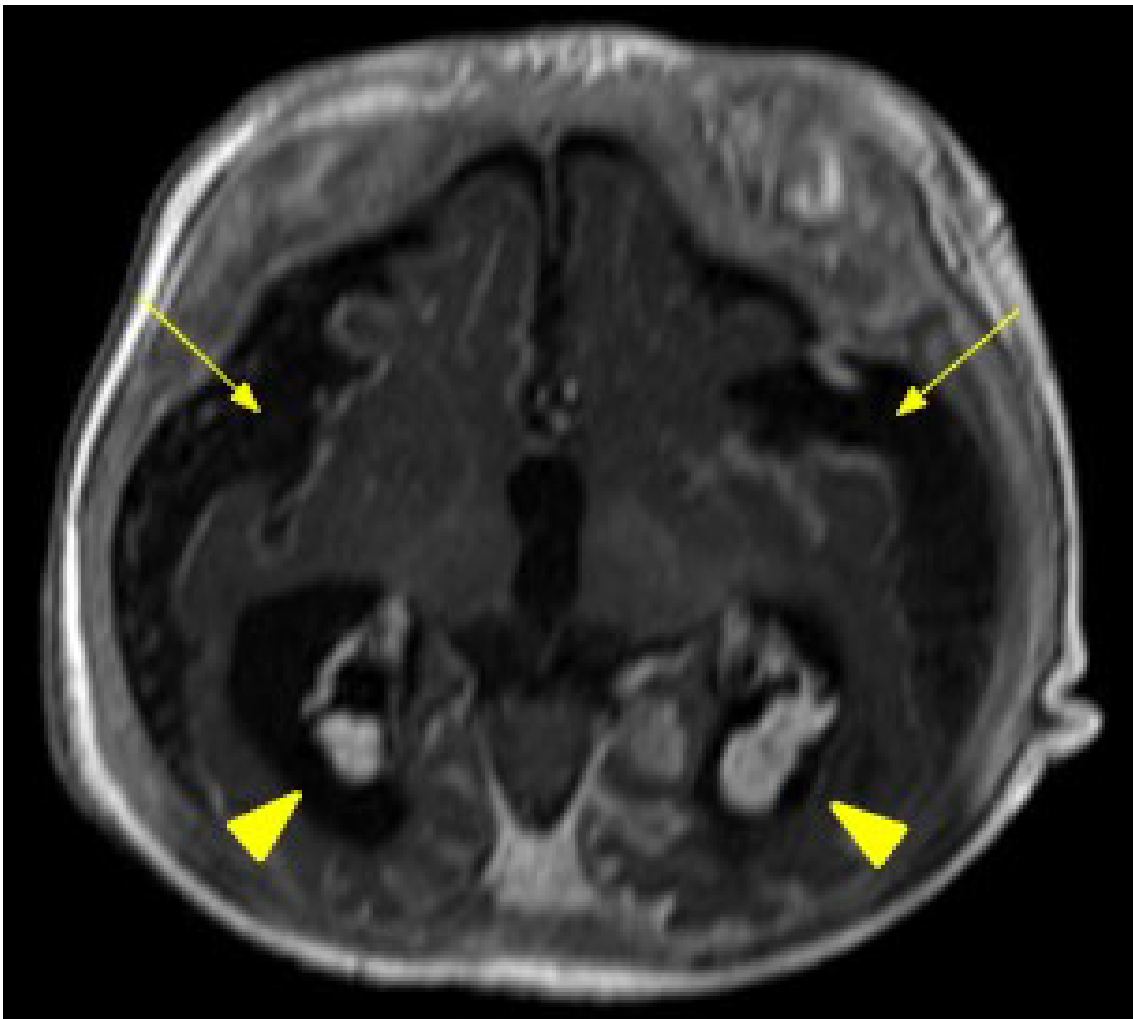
Imagem axial de RM ponderada em T1 pós-gadolinio demonstrando realce pial (setas finas) e impregnação difusa, além de engurgitamento dos plexos coroides (cabeças de seta).
